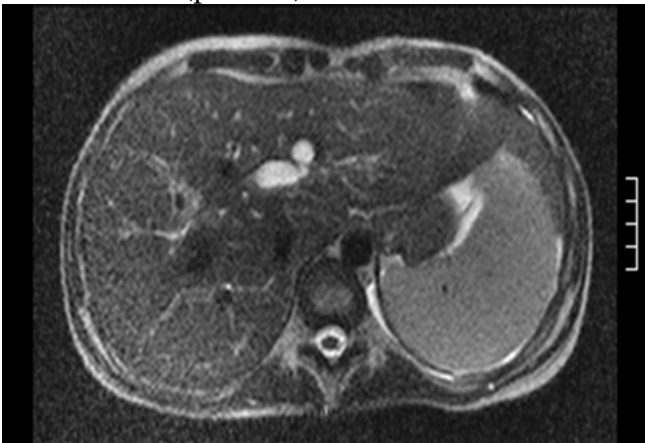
МРТ T2ВИ аксиальная проекция. Сужение в проекции развилки долевых протоков, неравномерное расширение долевых протоков.
